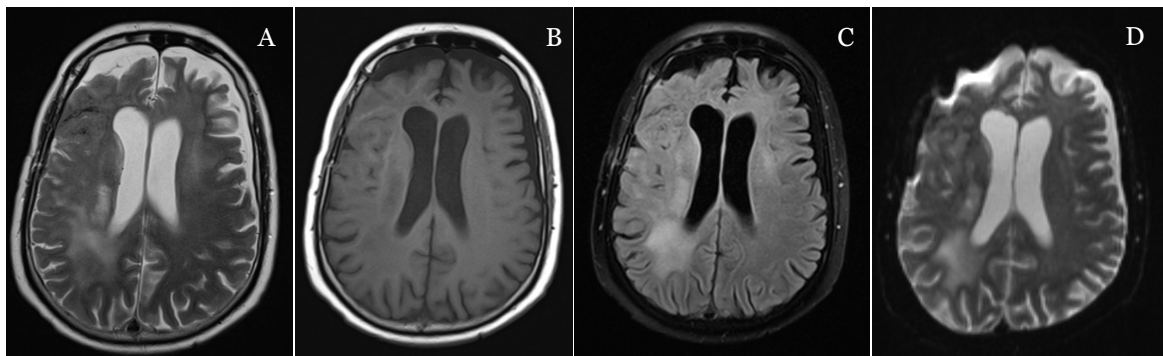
RM CE 10/12/2019 (A-D: T2 axial, T1 axial, FLAIR T1 axial, Difusão axial).
